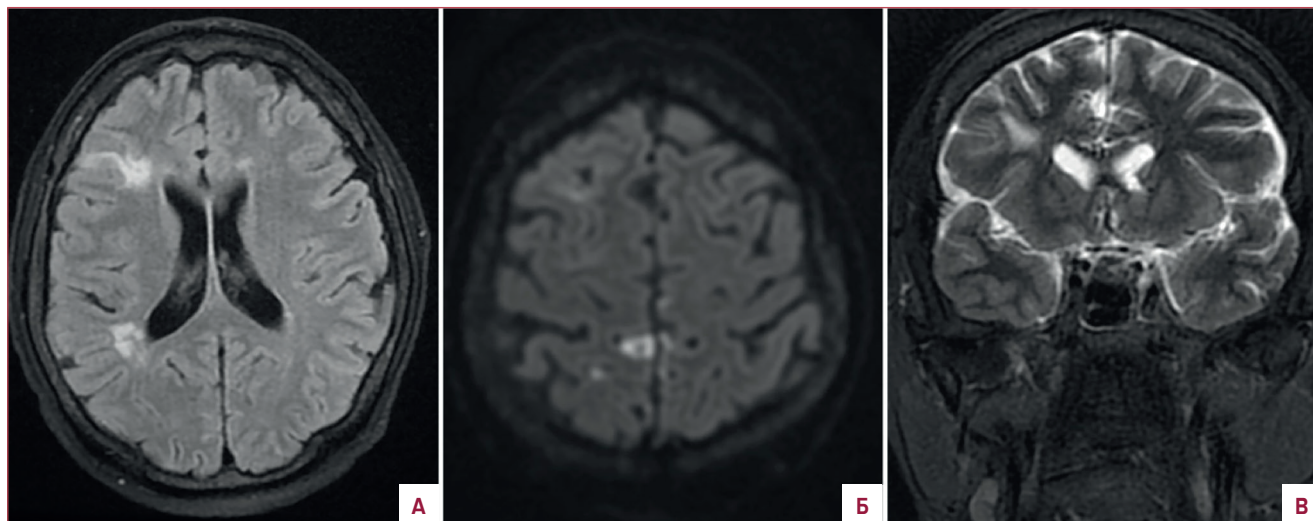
МРТ головного мозга в различных ИП: (А) FLAIR ВИ в аксиальной плоскости; (Б) DWI в аксиальной плоскости; (В) T2 ВИ в корональной плоскости. В правом полушарии юкта- и субкортикально наблюдаются очаги и участки повышенного МР-сигнала на FLAIR и T2 ВИ, часть из них — с рестрикцией диффузии на DWI (Б)
